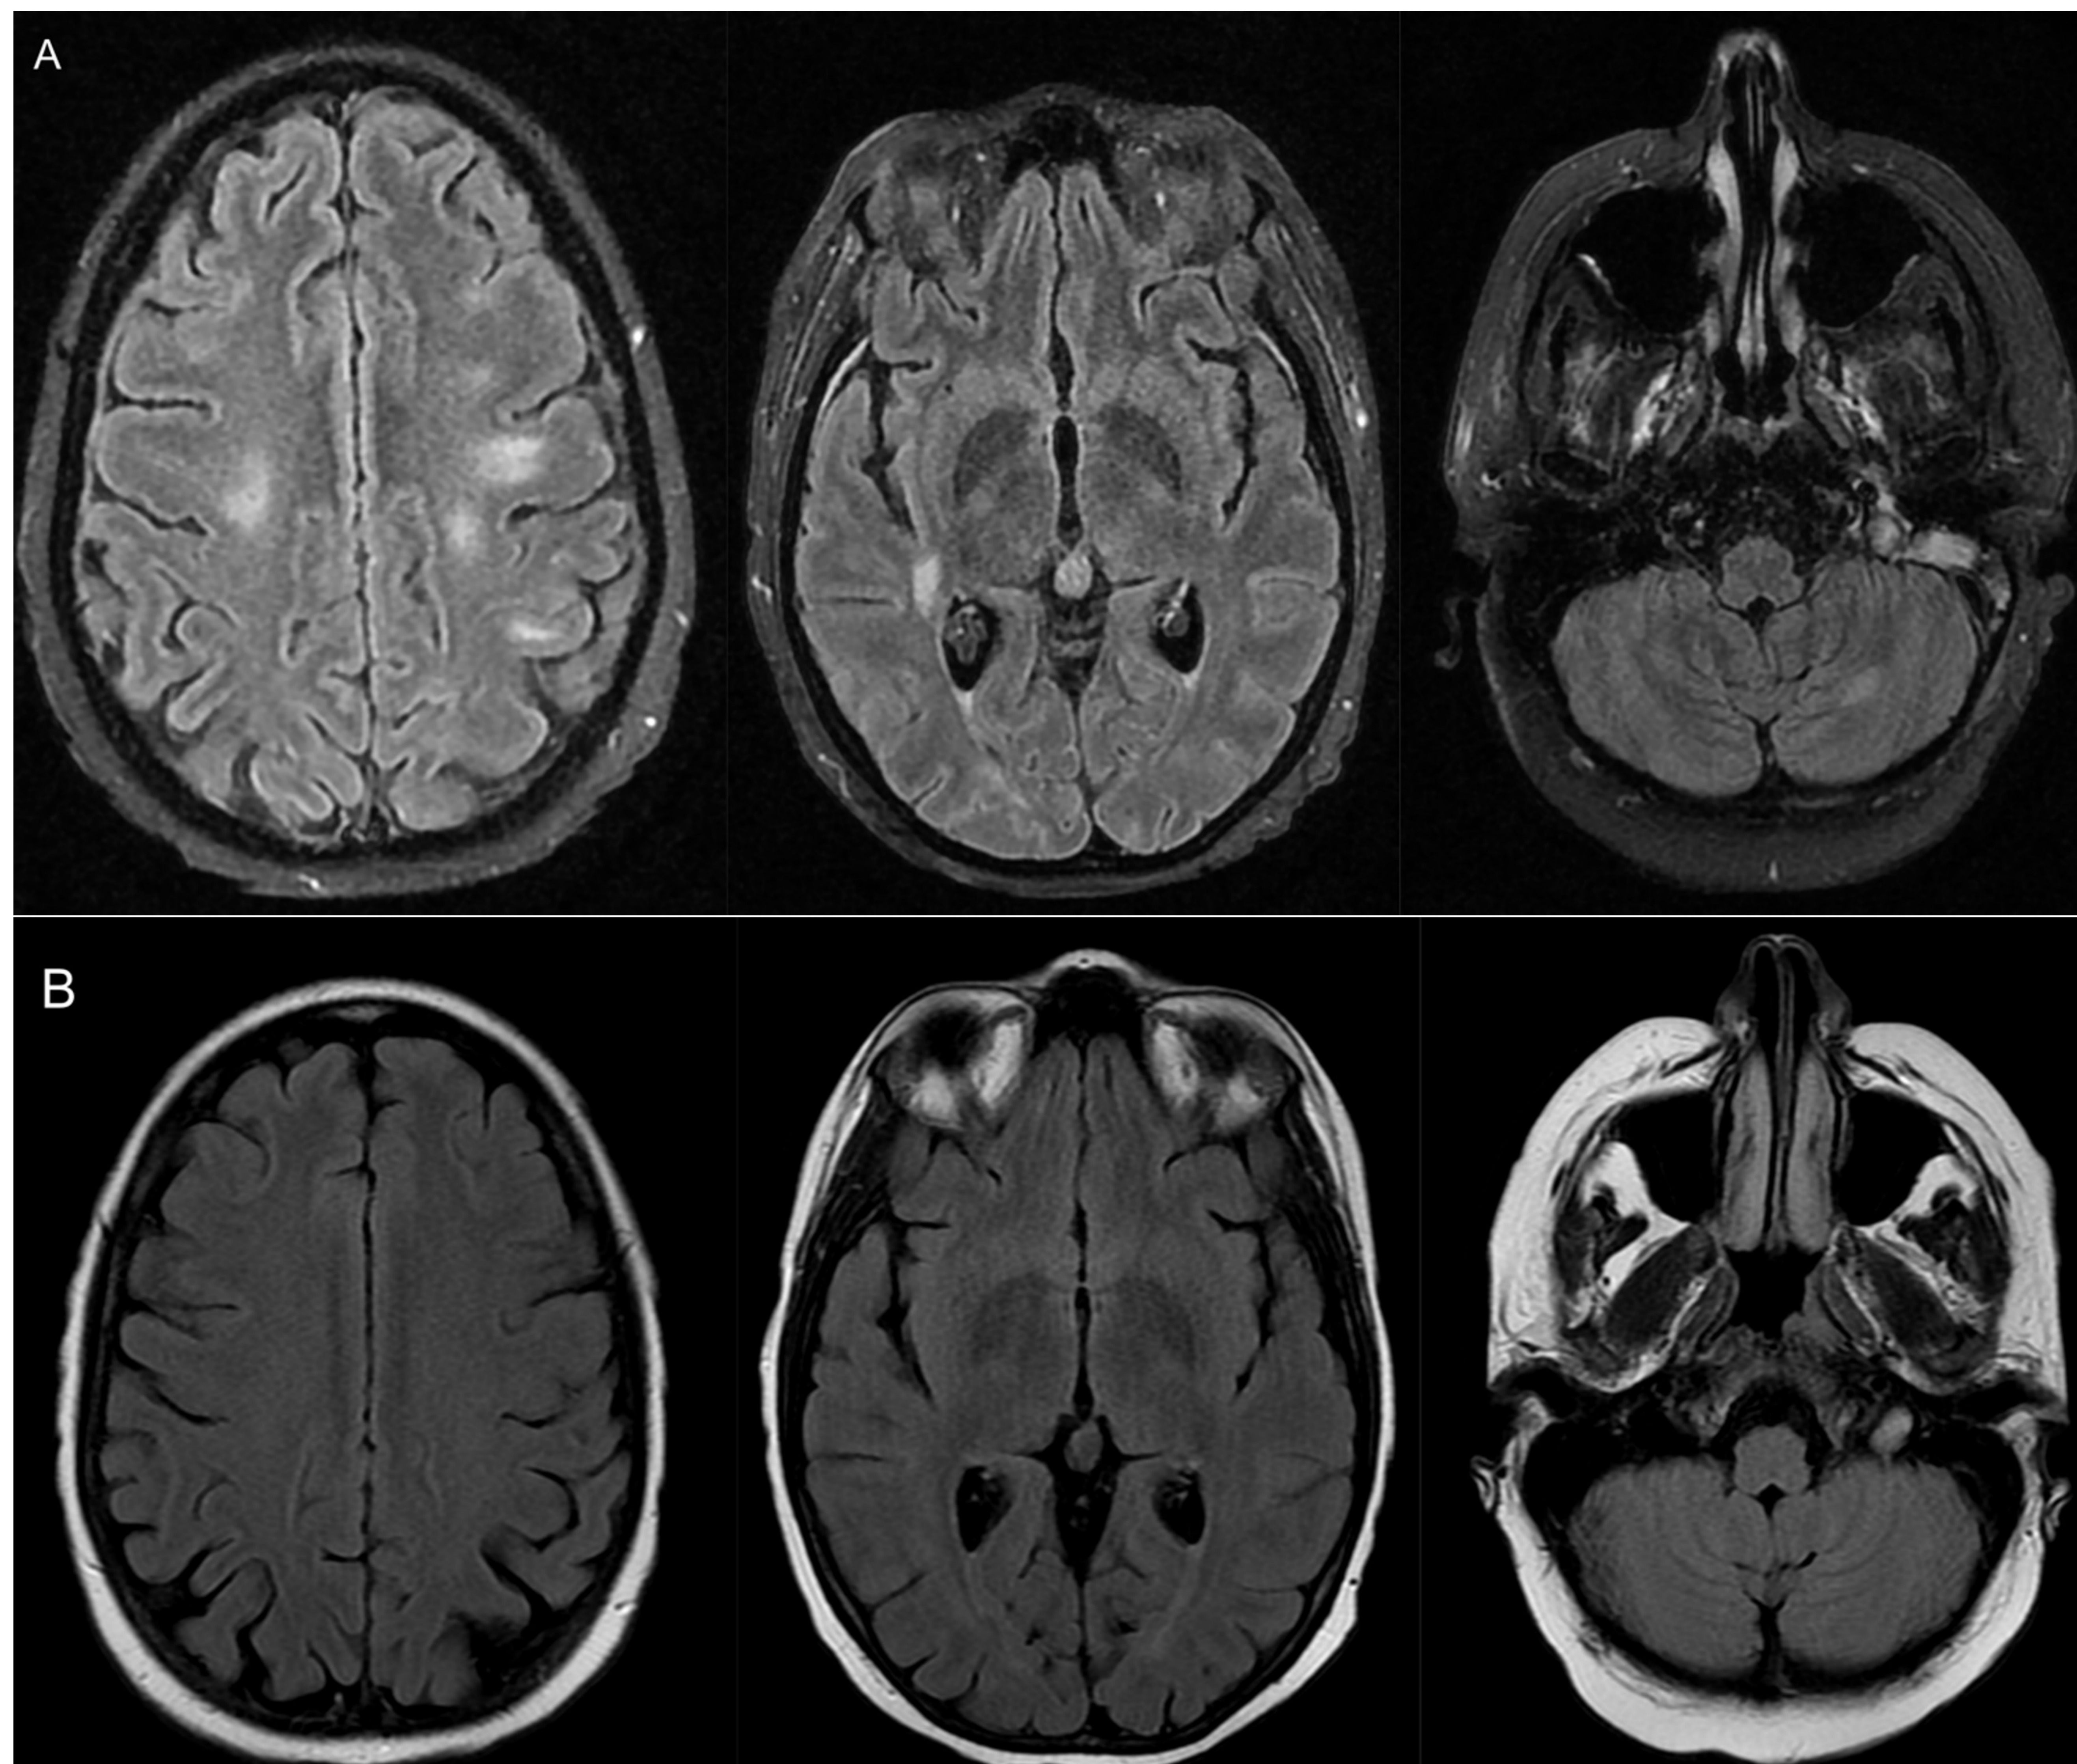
A) Secuencia T2-FLAIR con múltiples focos de alteración e señal en un paciente con disminución de conciencia 17 días después del inicio de la terapia CAR-T. B) Secuencia T2-FLAIR del mismo paciente antes de iniciar el tratamiento no mostraba alteraciones significativas.
